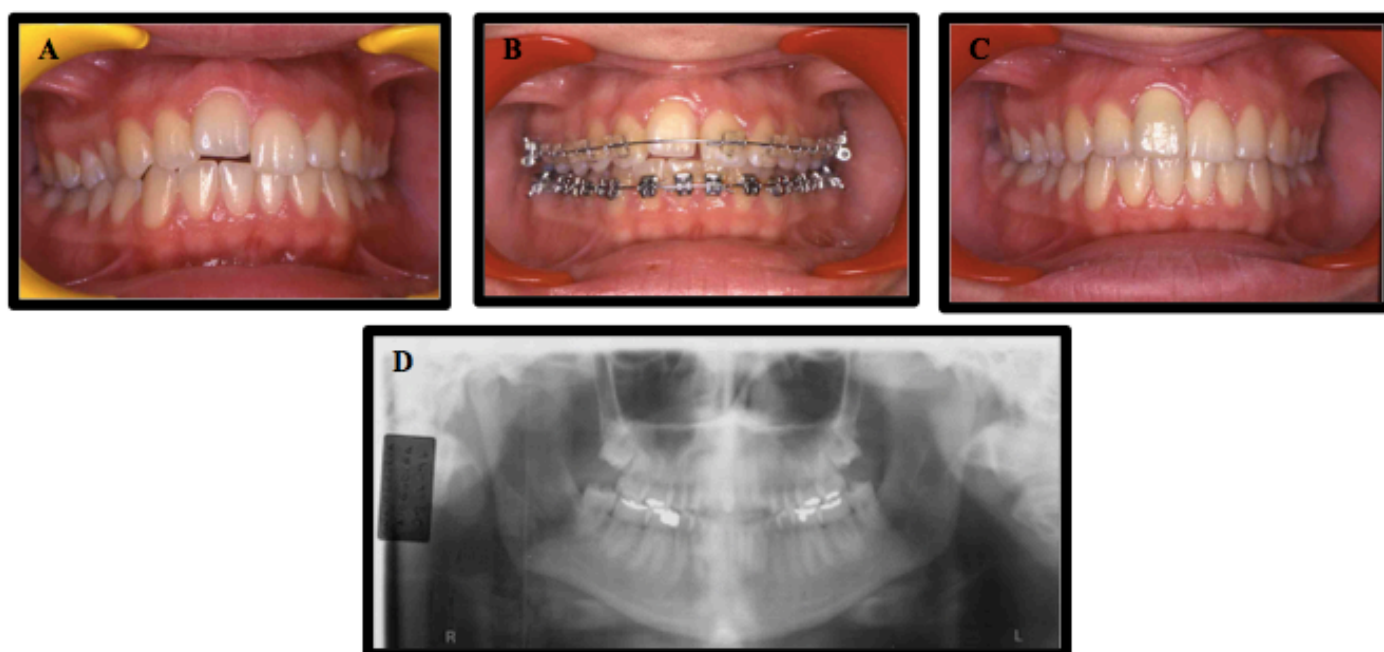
Fotografias intra-orais pré-tratamento (A), durante tratamento (B), após tratamento ortodôntico e restauração coronária (C) e ortopantomografia após tratamento ortodôntico e restauração coronária (D) (caso clínico e imagens cedidas pelo Professor Doutor Jorge Dias Lopes).
